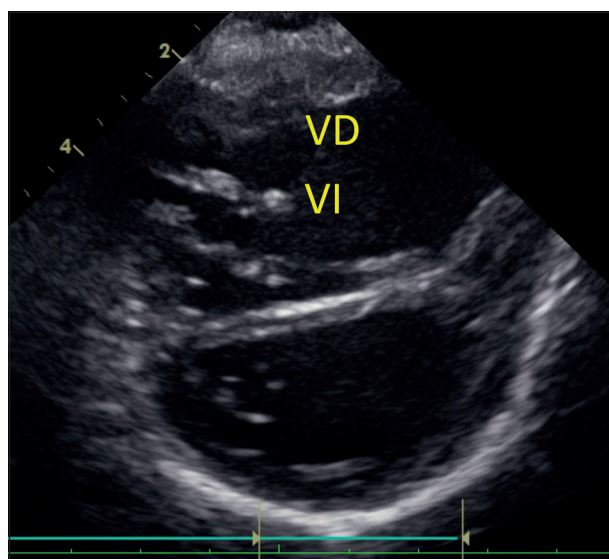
Imagen de ecocardiograma en vista de eje corto a nivel de los ventrículos que muestra la evolución tardía posterior al segundo cerclaje de la arteria pulmonar durante el periodo de reentrenamiento (Edad 4 años). En la imagen se aprecia la rectificación del septum, ventrículo izquierdo (VI) en la pared inferior de la imagen y ventrículo derecho (VD) en la superior.
